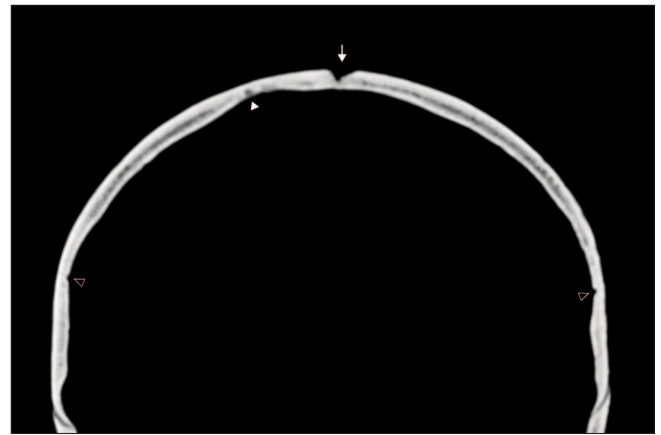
Enlarged detail of the coronal CT scan with midline lythic lesion (marked with white arrow) exhibiting clear osteosclerotic margins. The lesion is penetrating the outer table and ending up in the diploë. There is a lack of communication with an intracranial space, i.e. evidence of the lesion localization on the inner calvarial vault surface. Note also the presence of Pacchionian granulation marked with white arrow point. Sulci for the middle meningeal artery (*arteria meningeal media*) are marked with contoured arrow points (graphic preparation by: J. Boljunčić and I. Krajcar).
